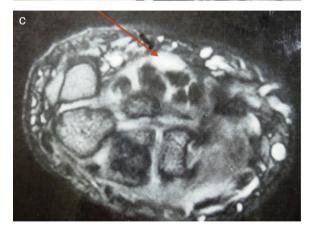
Estudio por RMN.
